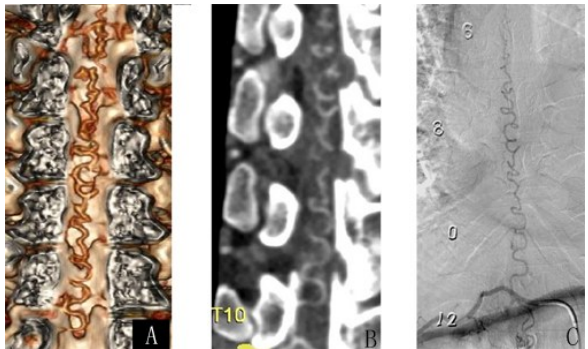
胸₅₋₁₁硬脊膜动静脉瘘 320 排动态容积 CTA 和 DSA
